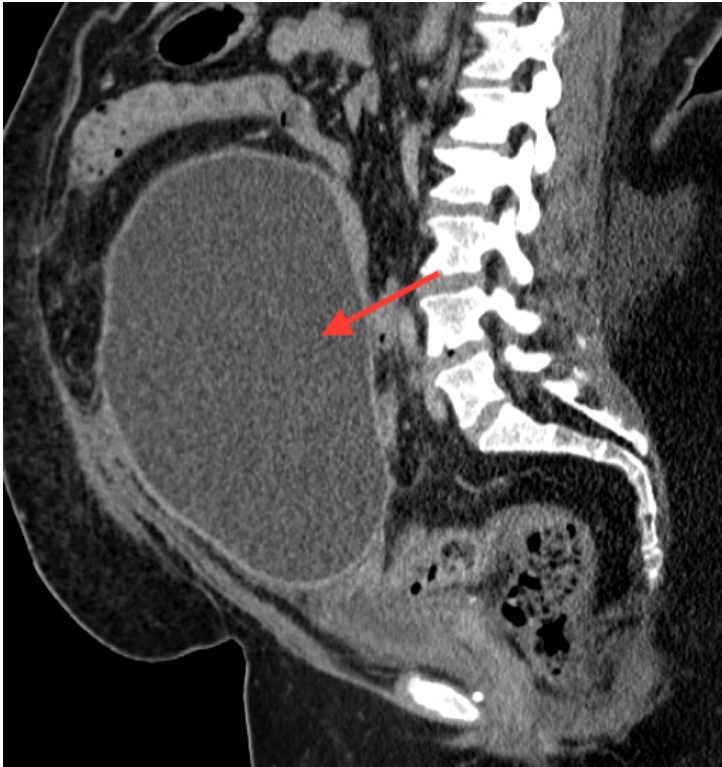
CT Aufnahme des Abdomens (Axial-Schnitte) Serom 66 Jahre alter Patient.
